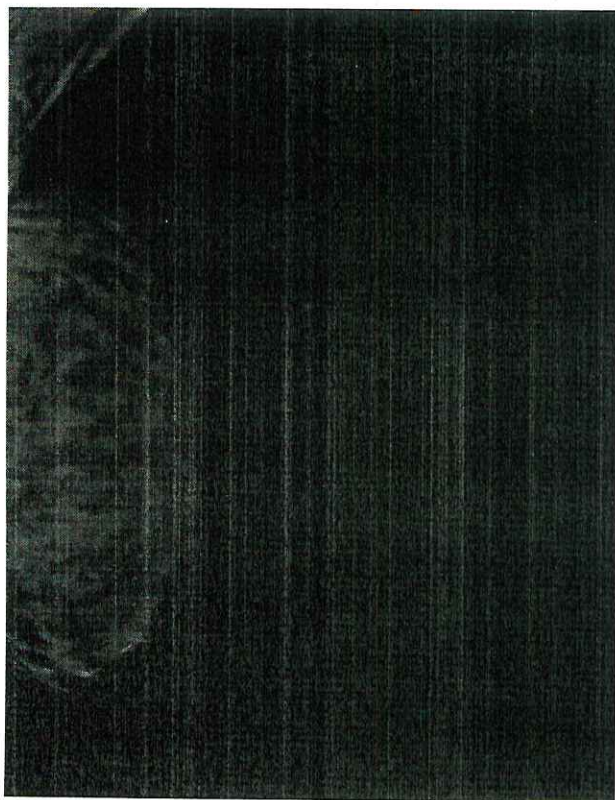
Рисунок №21. Высокая рентгенологическая плотность молочной железы (тип D).
